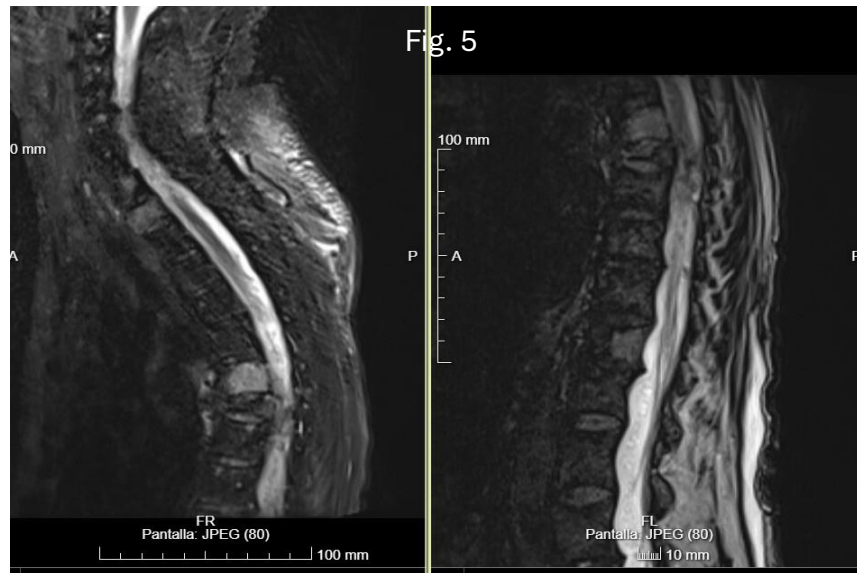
En las dos imágenes inferiores: RMN a los dos meses del diagnóstico, resolución del hematoma epidural (flechas rojas) pero cambio de señal instaurado
